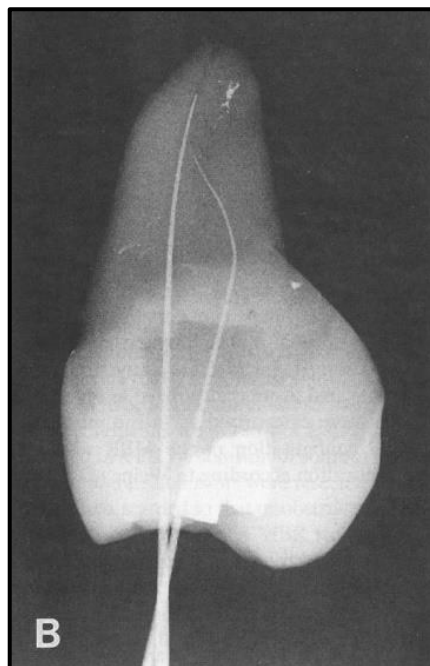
Radiografie eines 2. OK-Molars mit einer Weine-Typ II-Kanalkonfiguration. Mit je einer Handfeile im mb. und ml. Kanal, Weine et al. 1995
